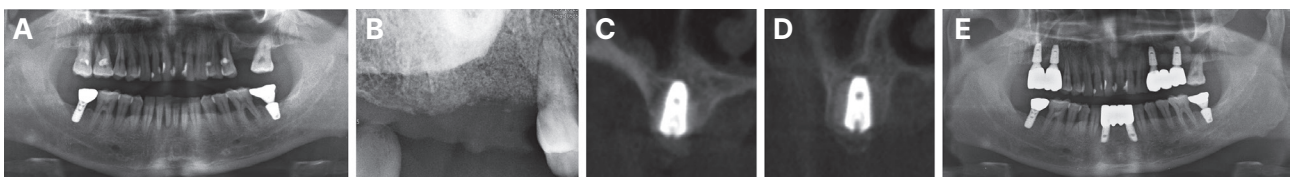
Radiograph of case 2. (A) Pre-operative panoramic view at the first visit. (B) Soft tissue substitute and underlying bone graft material are seen on #16,17 area after alveolar ridge augmentation. (C, D) Implants are placed on #16,17 area, respectively. (E) Panoramic view after connection of the definitive prosthesis.
